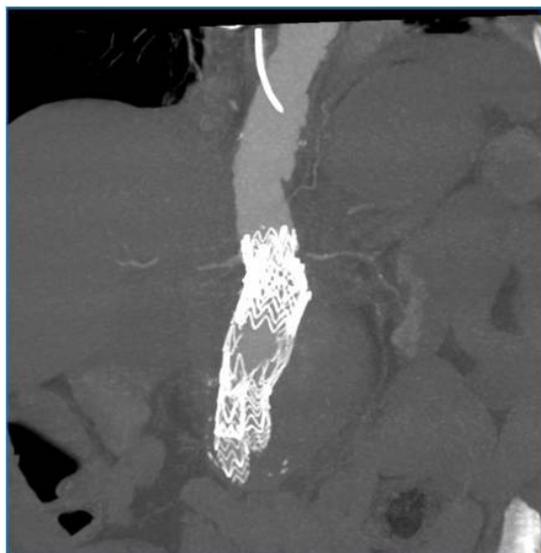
КТ-ангиография после имплантации аортальной манжеты при эндолике Ia типа.
